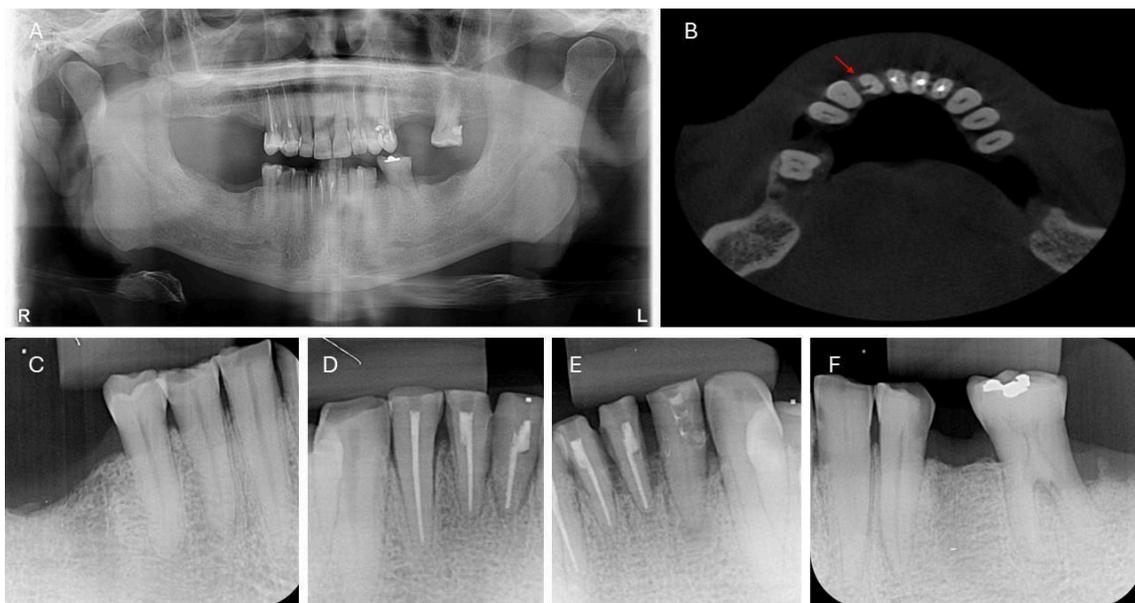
Exames de imagem. A – Radiografia panorâmica. B – Tomografia identificando perfuração. C, D, E e F – Radiografias periapicais dentes inferiores.
